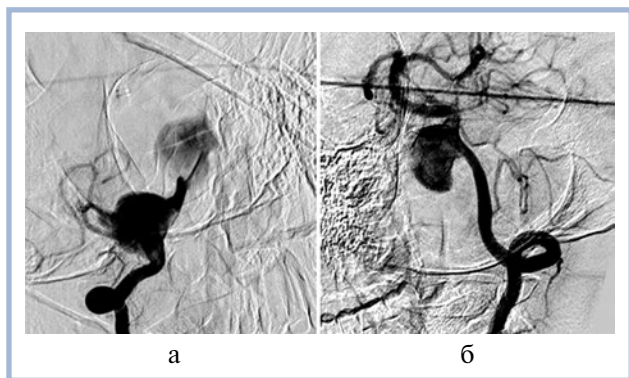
Признаки тромбирования проксимальной камеры гигантской двухкамерной фузиформной аневризмы правой позвоночной артерии у пациента В., 12 лет.
